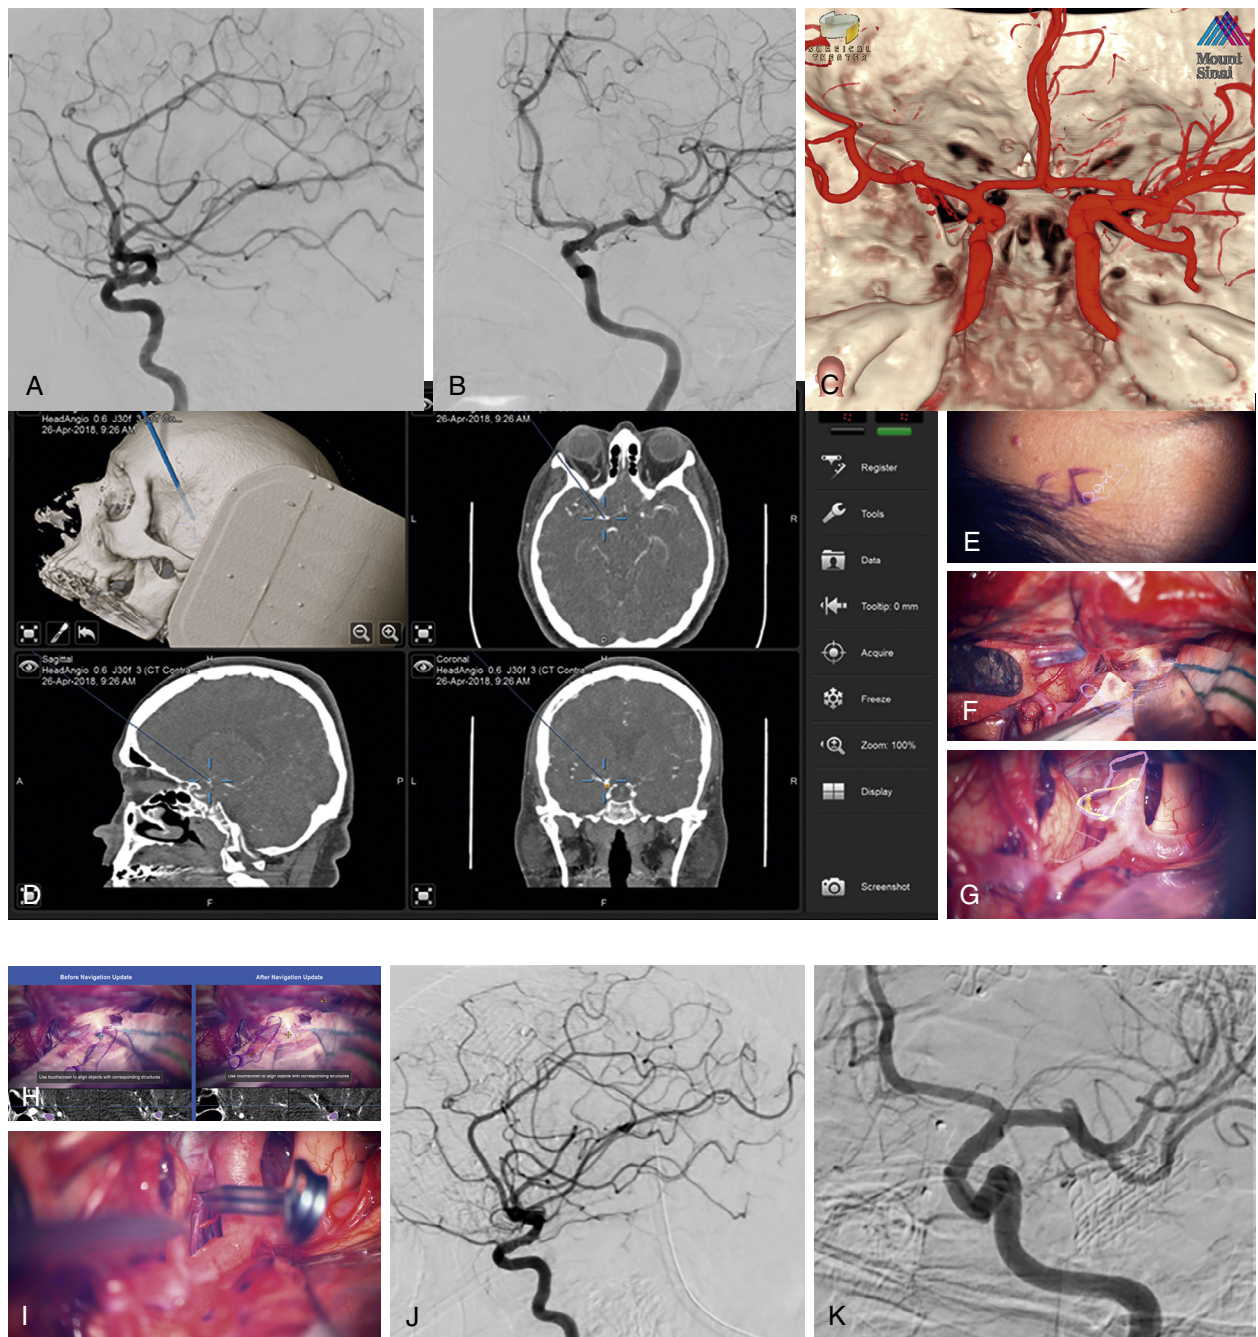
案例2. 一位55岁的女性患者，有动脉瘤性蛛网膜下腔出血家族史，因头痛接受评估。检查发现五个动脉瘤（左侧大脑中动脉、左侧前脉络膜动脉、左侧后交通动脉、右侧前颞动脉和右侧颈内动脉分叉）。(A) 术前数字减影血管造影，侧位视图。(B) 术前数字减影血管造影，前后位视图。(C) CT血管造影的骨和血管三维重建。(D) 导航显示术前关键结构以紫色和金色标出。(E) 抬头显示器显示传出动脉、传入动脉及动脉瘤顶部的位置，并确认头部定位足以实现手术目标。(F) 抬头显示器显示颈内动脉和大脑中动脉（紫色）以及前脉络膜和后交通动脉动脉瘤（金色）。(G) 额头显示展示了前脉络膜动脉瘤的穹顶，仅有轻微偏移（~3毫米）。(H) 使用导航更新进行了调整。(I) 左前脉络膜动脉瘤夹闭术后。微血管多普勒显示流出道通畅。(J) 术后数字减影血管造影显示左前脉络膜动脉、左后交通动脉和左大脑中动脉分叉处动脉瘤闭塞，流出道通畅。侧位图。(K) 术后数字减影血管造影显示左前脉络膜动脉通畅，动脉瘤闭塞。患者术后恢复良好，已出院回家。
